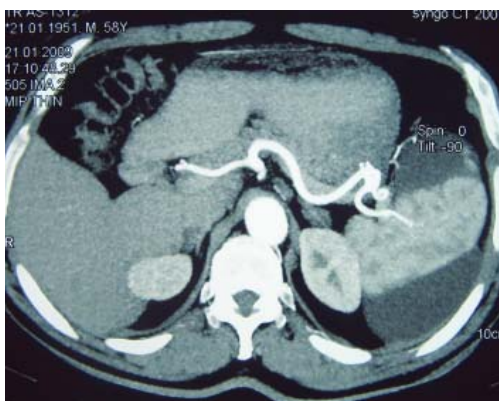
TC-leziune lienală gr. II
